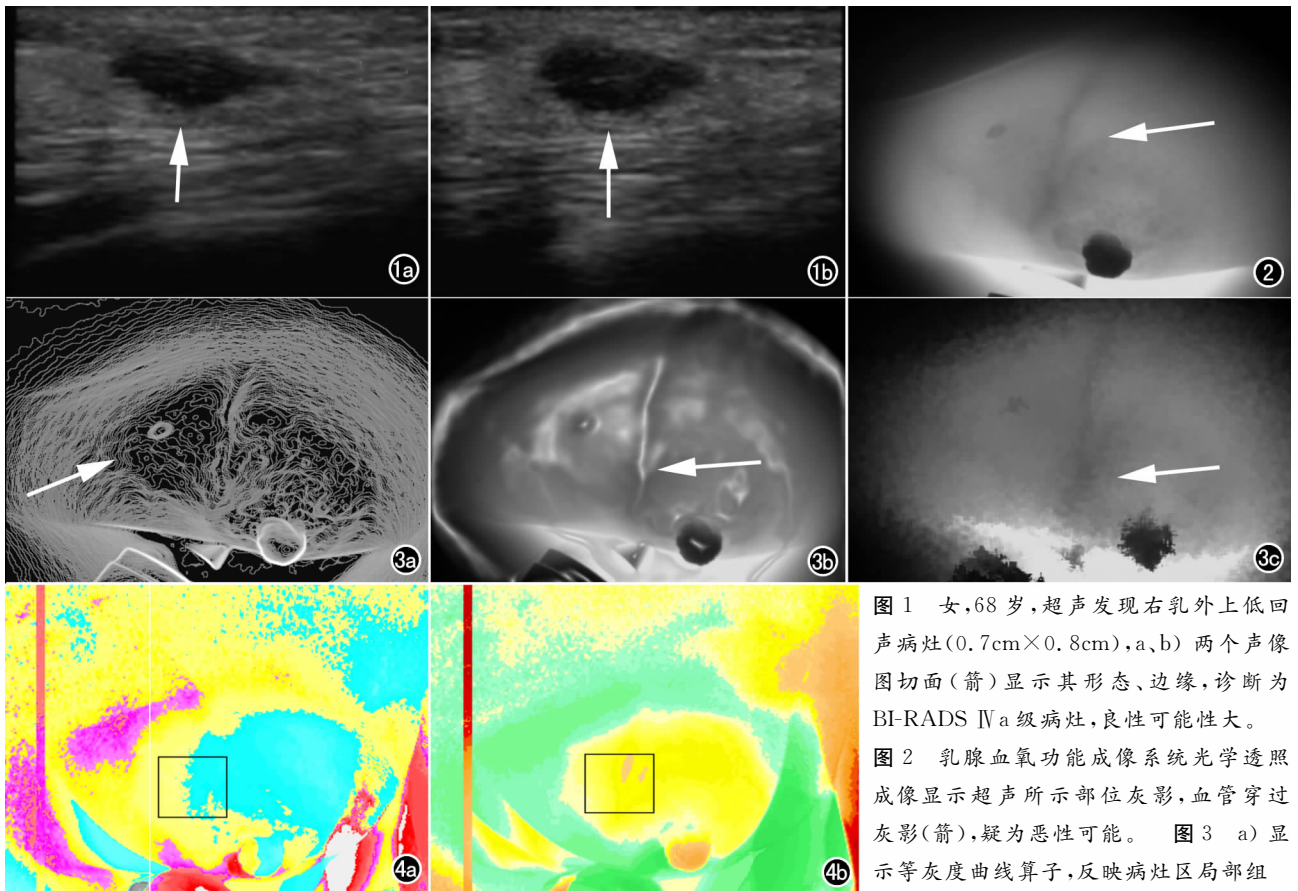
女,68 岁,超声发现右乳外上低回声病灶(0.7cm×0.8cm),a、b 两个声像图切面(箭)显示其形态、边缘,诊断为 BI-RADS IV a 级病灶,良性可能性大。
